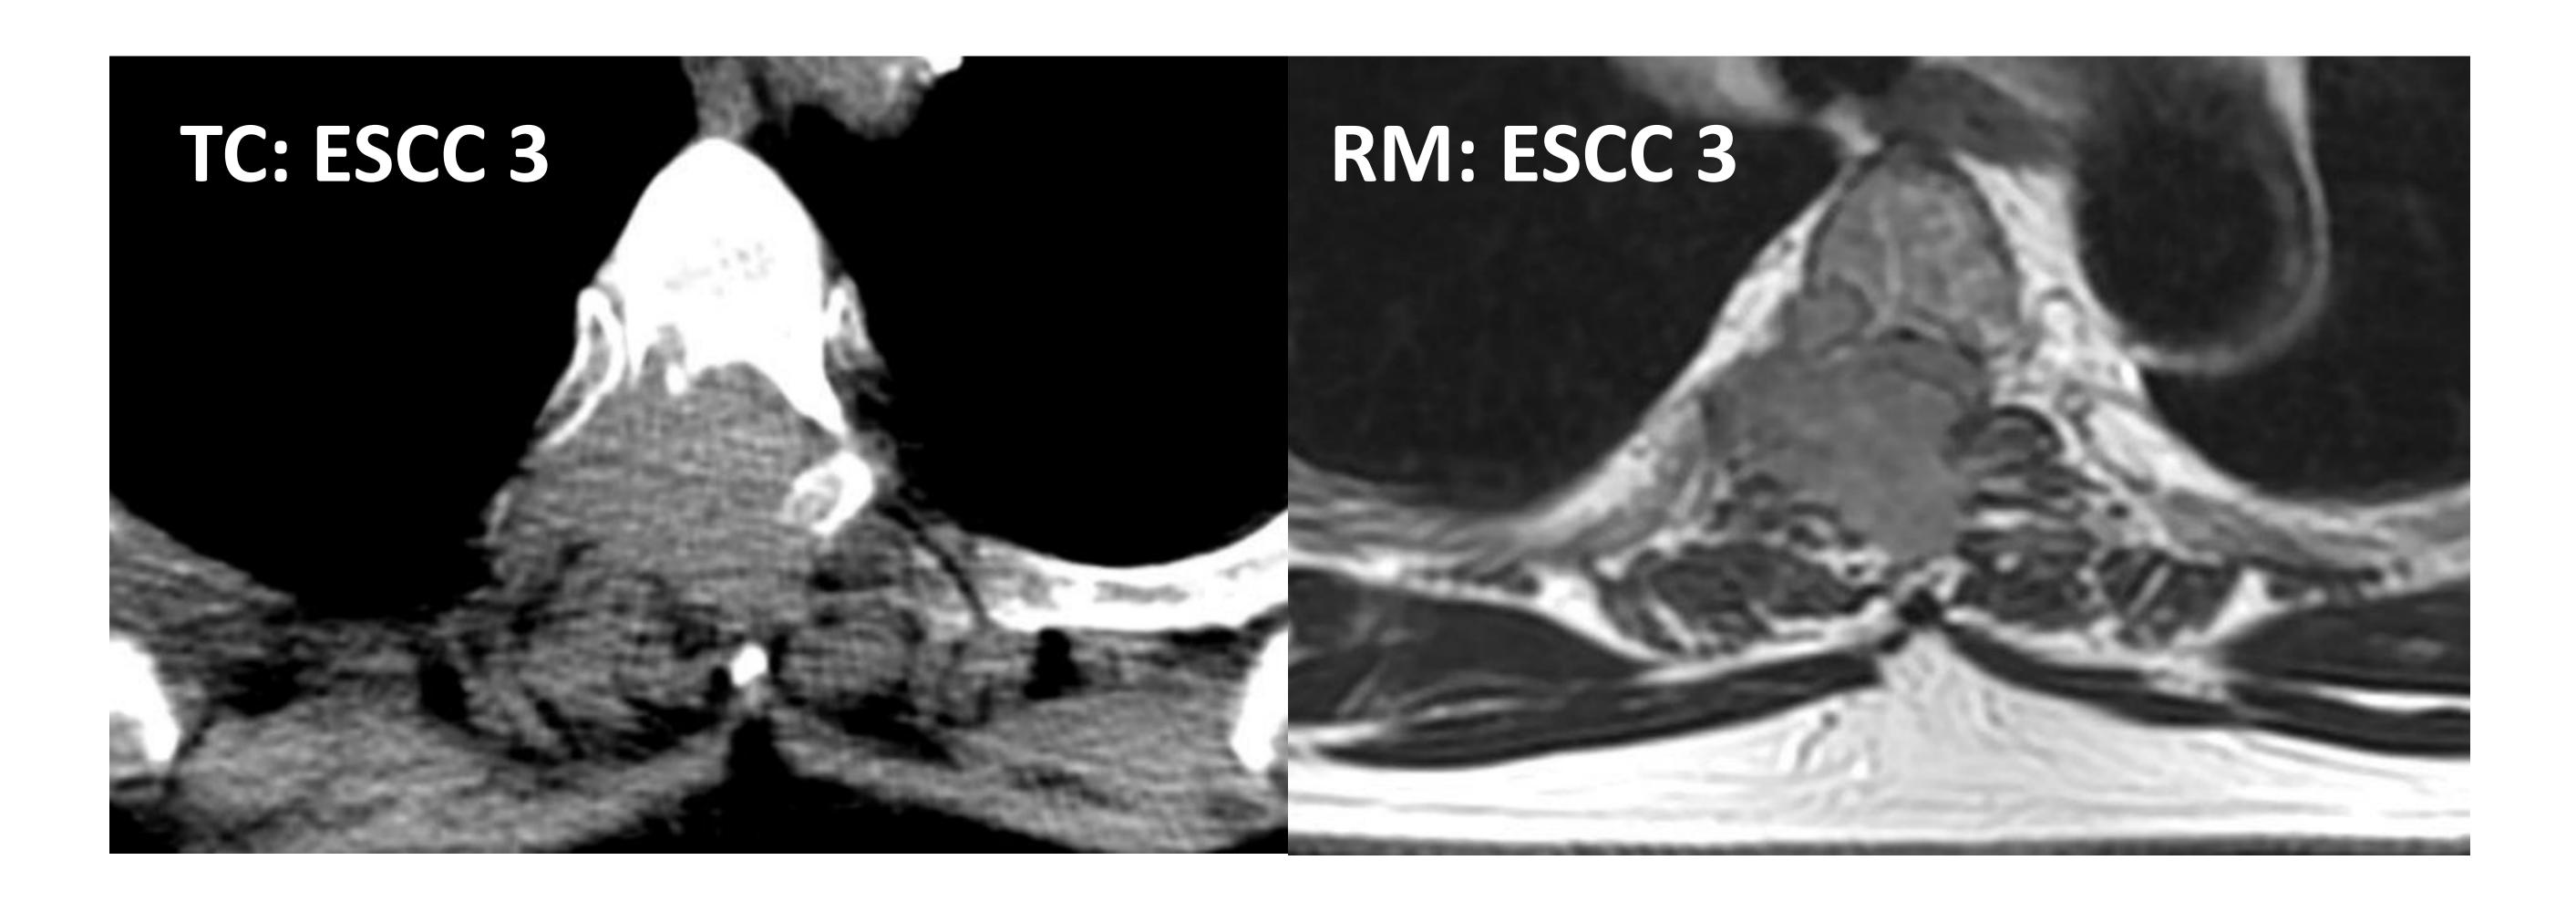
<u>Paciente 10</u>: los resultados de TC y RM concuerdan: ESCC 3; SINS 11 (Indeterminado)
